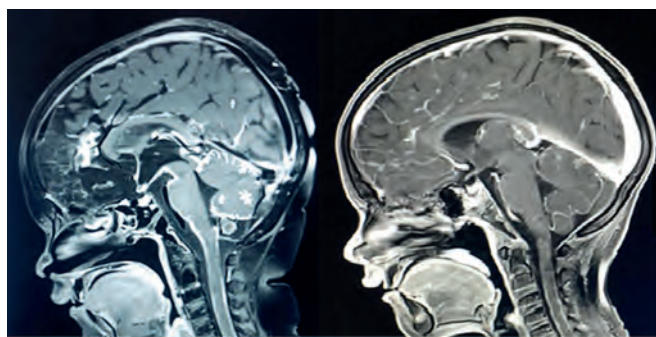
Собственные результаты исследований 2 пациентов с диагнозом РМС параменингеальной локализации с лептоменингеальными метастазами. На МРТ отмечаются множественные участки патологического накопления контрастного препарата утолщенными мозговыми оболочками и формирование отдельных небольших опухолевых узлов в режиме T1 с подавлением сигнала от жировой ткани после введения контрастного препарата
